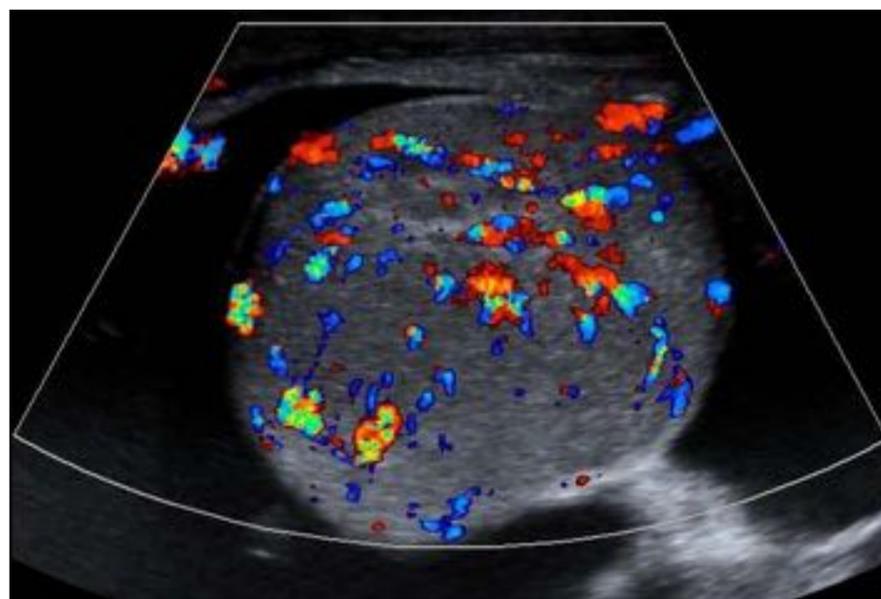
alta señal Doppler color en orquitis.
